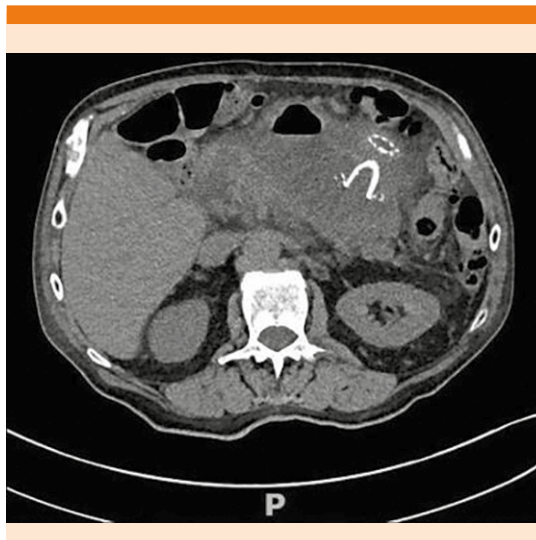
Tomografía de control al mes de la colocación de la endoprótesis que muestra curación imagenológica de la lesión pancreática.
